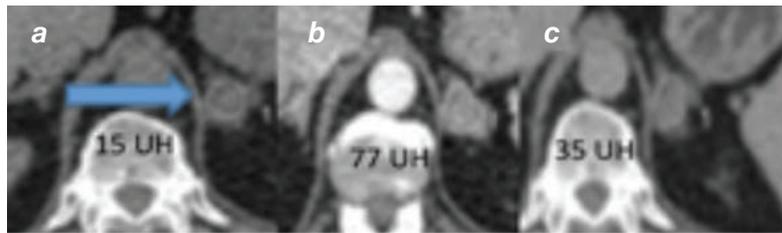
TC de abdomen simple y luego de la administración de contraste intravenoso.
